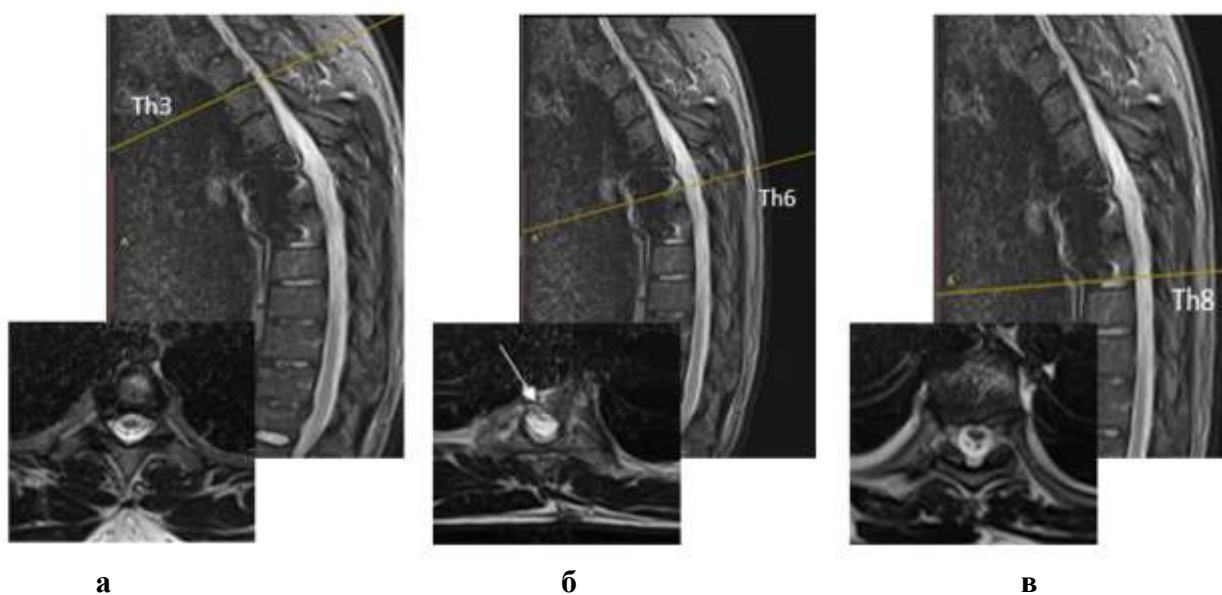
Сагиттальный и аксиальные МРТ-срезы на уровне Th₃ (а), Th₆ (б) и Th₈ (в) позвонков. Потеря структуры спинного мозга на уровне повреждения (Th₅/Th₆, аксиальный срез, обозначено стрелкой) обусловлена истинными миелопатическими
